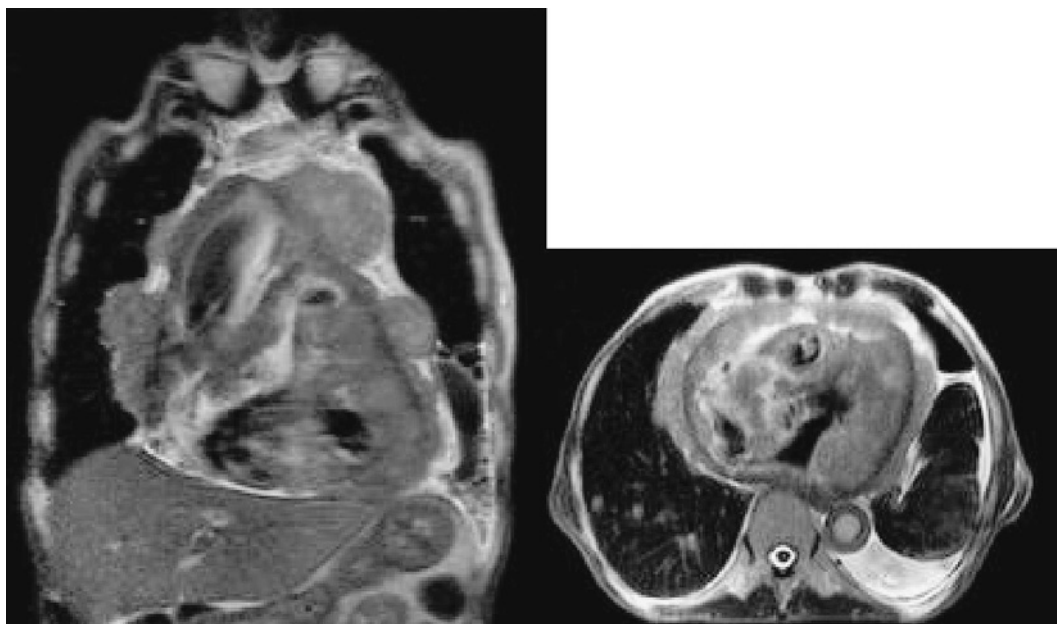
Chest MRI performed on admission shows a thickened pericardium invading the cardiac muscle on T2-weighted imaging.
